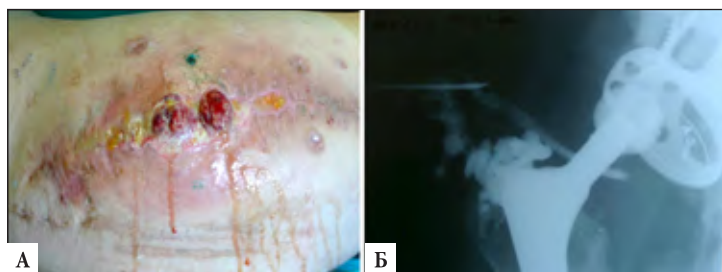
Пациент В.: А – вид послеоперационного рубца и свищевые ходы; Б – рентгенологическое исследование (фистулография) тазобедренного сустава.
